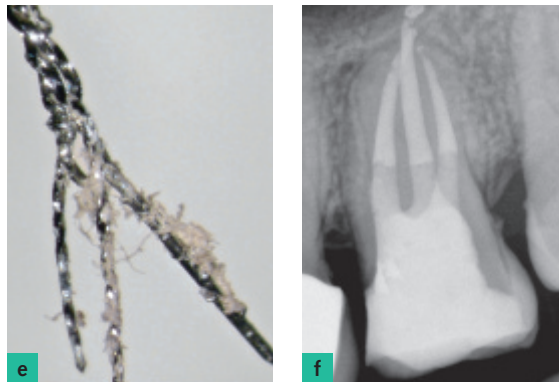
Loop-Technik: a) Im Zahn 26 besteht der Verdacht auf ein mesiobukkal und palatinales Fragment. Während das palatinale Fragment mit der Ultraschalltechnik entfernt wird, soll das mesiobukcale Fragment mit einem ösenförmigen Hilfsmittel entfernt werden. b) Das Fragment wird im mittleren Wurzel Drittel in Richtung des Isthmus freigelegt. Aufgrund der Eigenspannung liegt das Fragment an der Kanalwand an. c) Das Fragment wird mit einem feuchten Wattefaden unterfüttert, sodass es mit der Öse gefasst werden kann. d) Die exakte Position der Öse unterhalb der Wurzelkanalkrümmung wird mit einer Röntgenaufnahme kontrolliert. e) Das zusätzlich in die Öse eingeführte Wurzelkanalinstrument erhöhte den Reibungswiderstand und ermöglichte die Entfernung durch Zugkraft. f) Nach der Entfernung beider Fragmente konnte das Wurzelkanalsystem vollständig thermoplastisch gefüllt werden.
